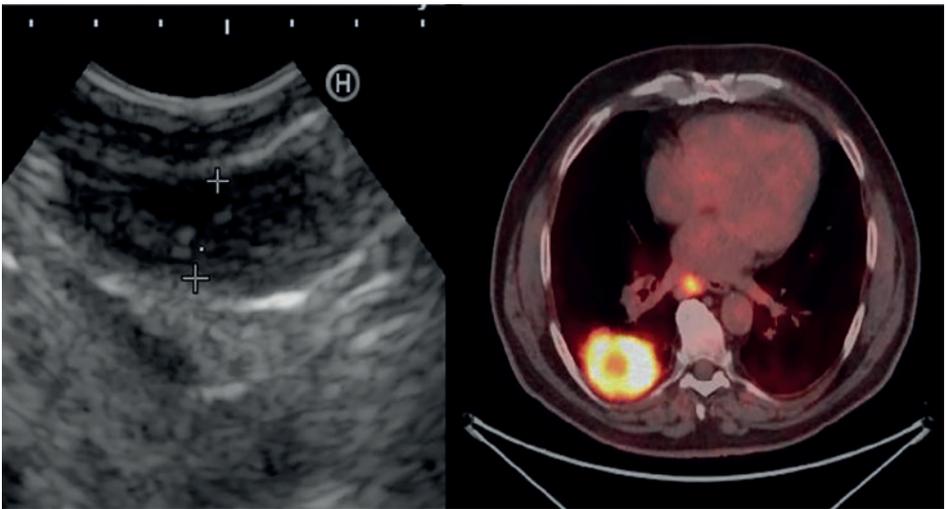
Visualizzazione ecografica (a sinistra) in corso di campionamento in EUS-B FNA su linfonodo paraesofageo PET positivo (a destra) nell'ambito di stadiazione mediastinica endoscopica di massa polmonare del lobo inferiore di destra.
